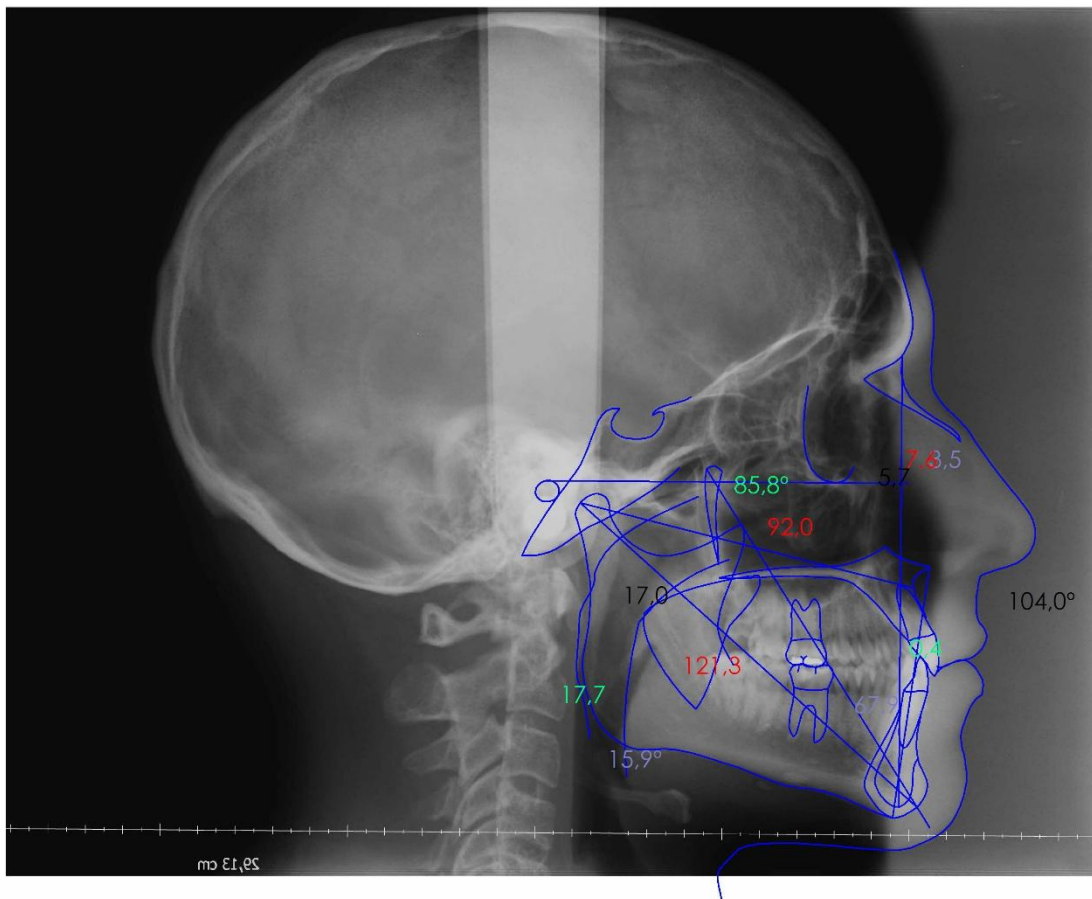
Radiografía Cefalométrica. Ubicando al sujeto de modo exacto, se obtienen las ventajas de la craneometría y la antropometría. Fuente: L.D. Pellicer Castillo
